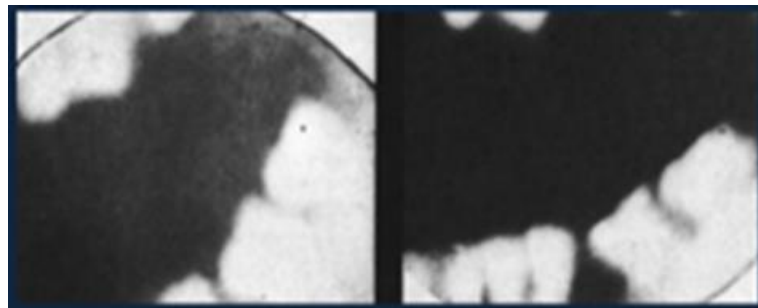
Primera radiografía dental por el Dr. Otto Walkhoff ⁽³⁾
